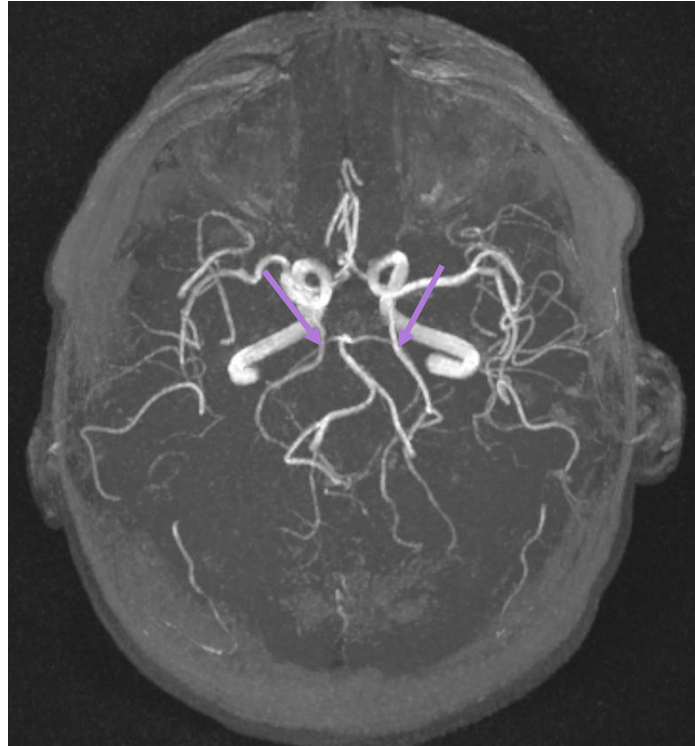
(Angio-RM): Agenesia bilateral de los segmentos P1, con ambas ACP originándose exclusivamente de las arterias comunicantes posteriores por lo que en este caso la circulación posterior depende completamente del sistema carotídeo, configuración compatible con ACP de origen fetal completa bilateral.
